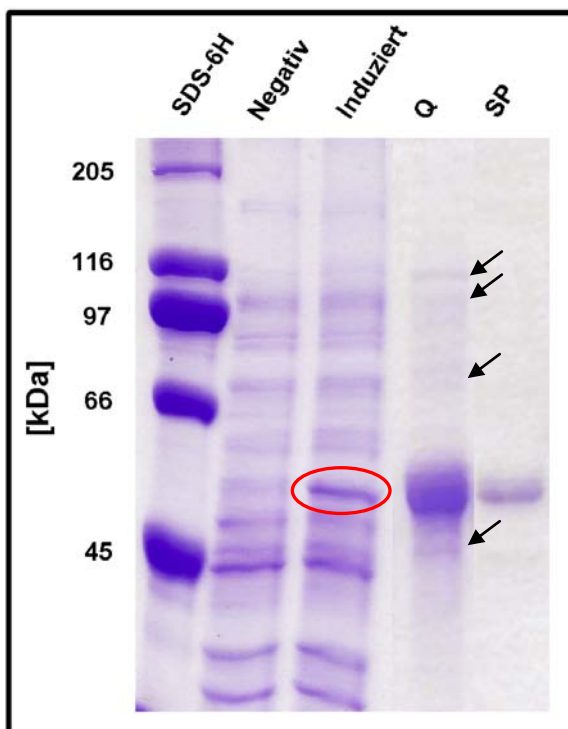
Rekombinante Expression und Aufreinigung von TK γ
